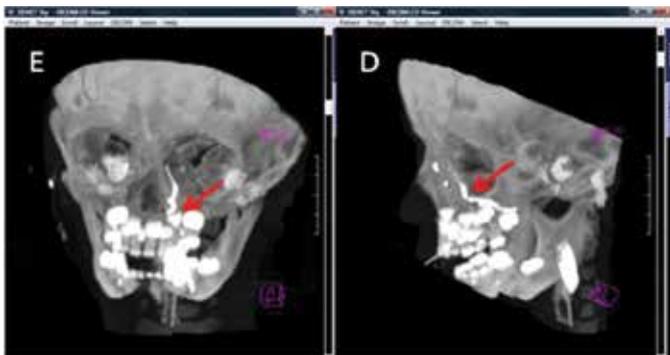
DCG-TC-MD com Reconstrução em 3D mostrando o escoamento do contraste para a cavidade nasal na visão frontal (E) e oblíqua (D). Setas vermelhas indicam o local onde o contraste deixa o ducto lacrimonasal e cai na cavidade nasal
